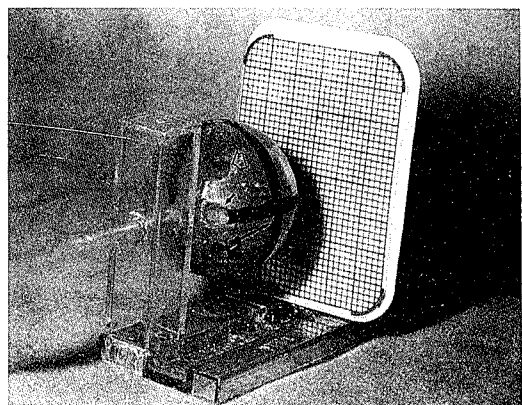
The resin ball with prelocated marks with simple resin made equipment which imitates the vertical movement of the eye ball. All were placed in front of periapical dental film with a metallic meshed screen. The open arrow, small closed arrow and large closed arrow represent P₁, P₅, and P₂ respectively.
